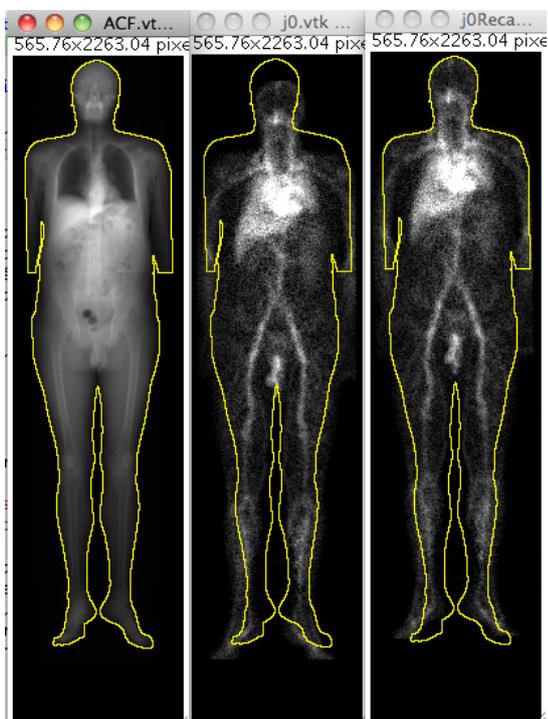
De la gauche vers la droite; l'image de correction d'atténuation, l'image scintigraphique corps entier, la même image recalée. L'image recalée est presque complètement incluse dans le contour défini sur l'image de transmission.
